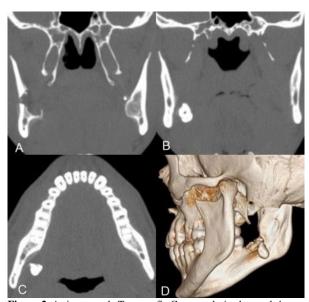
As imagens da Tomografia Computadorizada concluíram o deslocamento medial das raízes do dente 48 para o espaço submandibular direito. (A) Corte coronal sugerindo a fratura da tábua óssea lingual. (B) Corte coronal. (C) Corte axial. (D) Vista posterior da reconstrução tridimensional.
